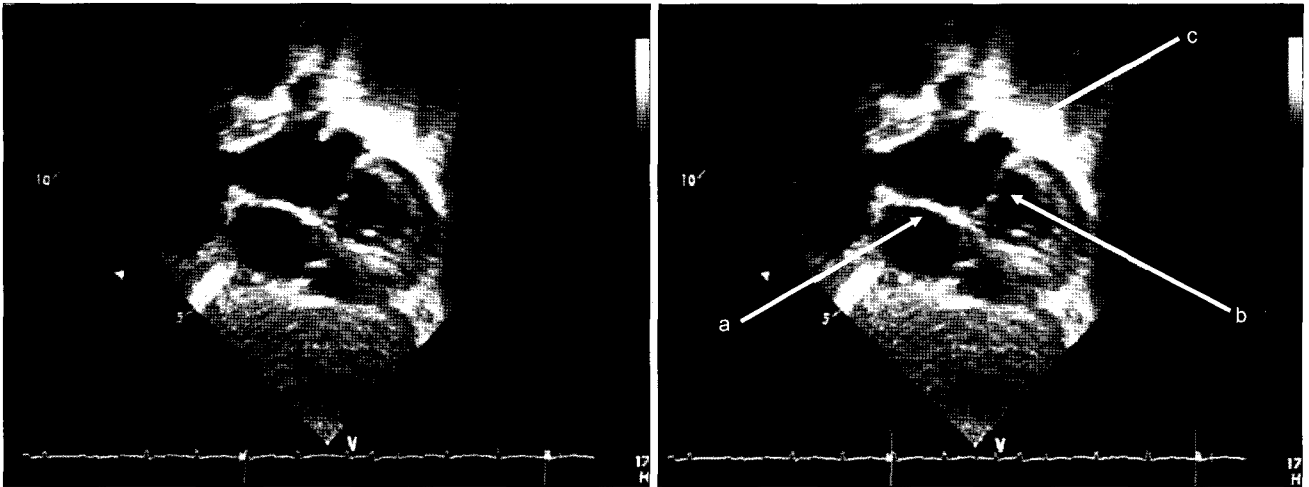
Postoperative 2-dimensional echocardiogram at postoperative 9 months showing intact atrial septum (a), no obstruction of left ventricular inflow (b) and unroofed coronary sinus (c).
